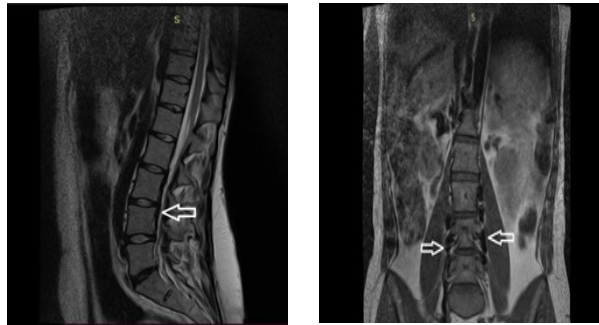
а) МРТ поясничного отдела позвоночника в T2-ВИ, сагиттальная проекция. Стрелкой указана расширенное переднее внутреннее позвоночное венозное сплетение; б) МРТ поясничного отдела позвоночника в T1-ВИ, коронарная проекция. Стрелками указаны расширенные правая и левая восходящие поясничные вены
